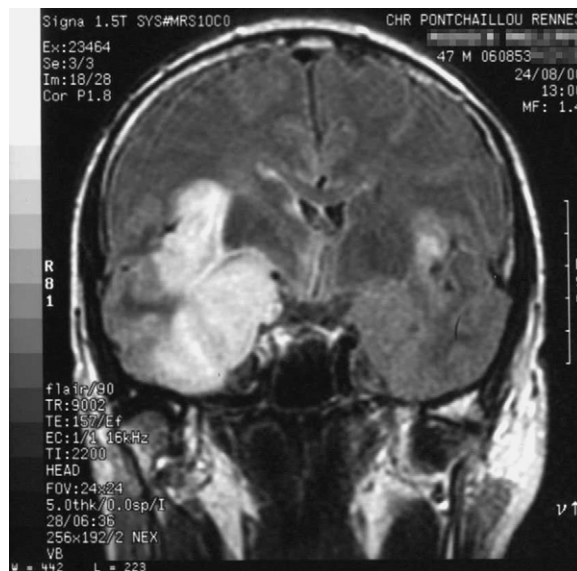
Méningoencéphalite herpétique. IRM, séquence FLAIR, coupe frontale. Lésions bilatérales, asymétriques, prédominant à la partie interne des lobes temporaux (hypersignaux).
